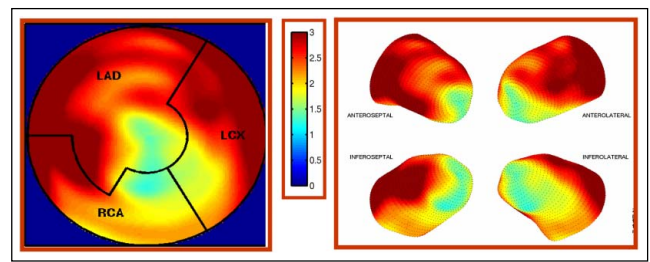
Ammoniak-Positronenemissionstomographie einer 68-jährigen Hypertonikerin mit Endotheldysfunktion: positiver Ischämienachweis der Hinterwand in der Myokardszinigraphie, in der Koronarangiographie Ausschluss von Koronarstenosen (links: Bull's Eye Darstellung der linksventrikulären Wandsegmente mit Zuordnung zu den versorgenden Koronararterien, Mitte: Skalierung, rechts: Parametrische 3D-Polarmap)
